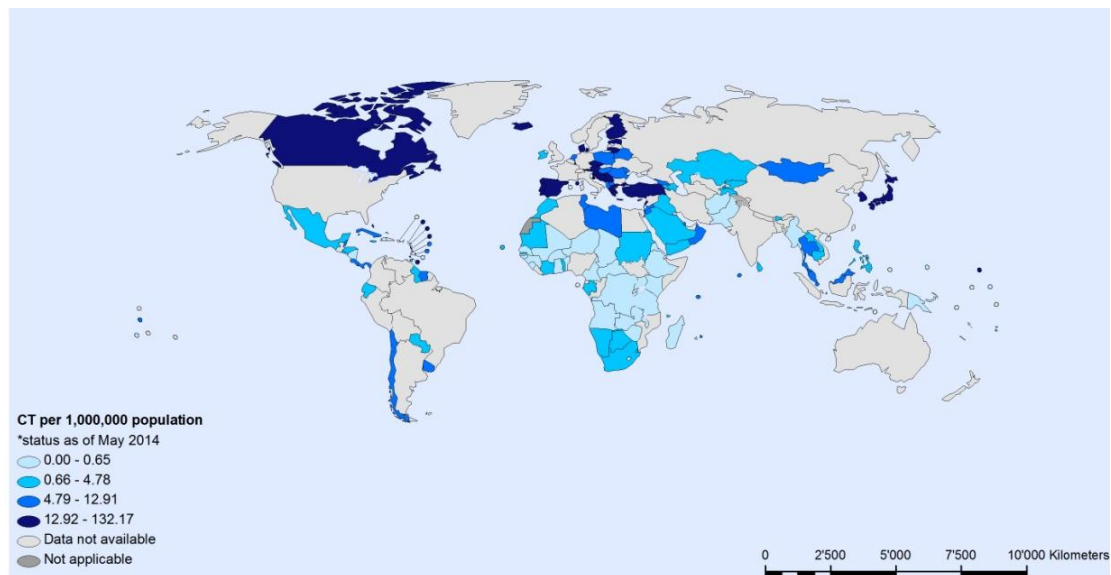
Equipamentos de Tomografia Computorizada (TC) por milhão de habitantes. Fonte WHO, 2014
